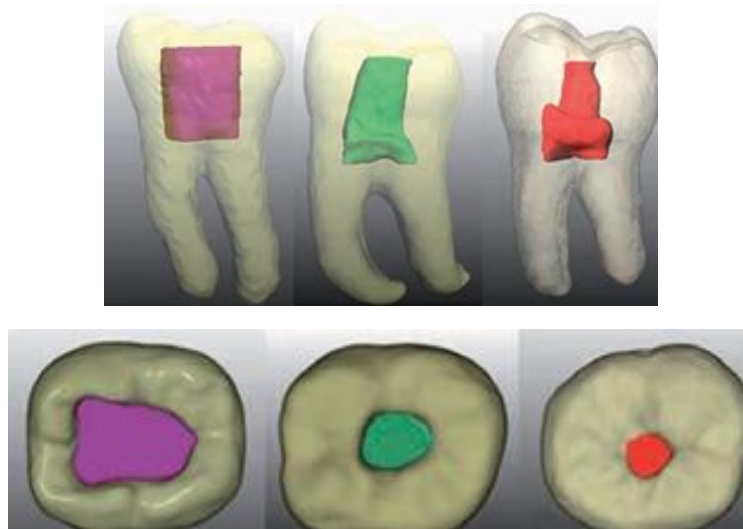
Reconstructions et segmentations tridimensionnelles par CBCT d'une molaire inférieure préparée avec différents modèles de cavités d'accès. Une cavité d'accès traditionnelle (violet), une cavité d'accès conservatrice (vert), et une cavité d'accès "ninja" ultraconservatrice (rouge).
